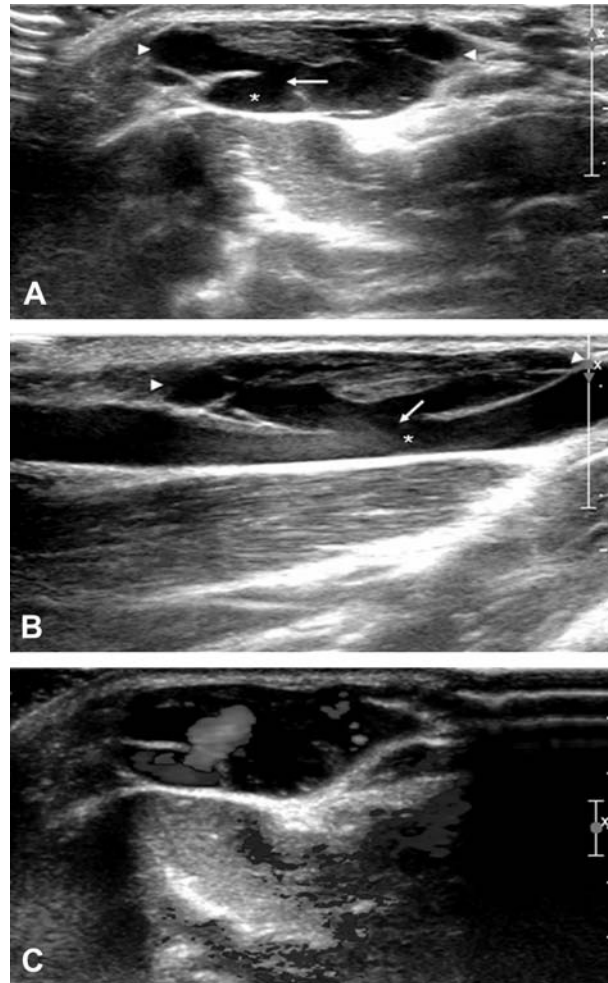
Ecografía de la masa subcutánea del brazo derecho. En la pared anterior de la vena cefálica (*asterisco*) se observa un defecto (*flecha*) tanto en proyección axial (A) como en la longitudinal (B). También presenta trombosis mural y una extensa red colateral circundante (*puntas de flecha*). En el eco-Doppler se demuestra el flujo venoso, tanto en la vena cefálica como en las colaterales circundantes (C).
